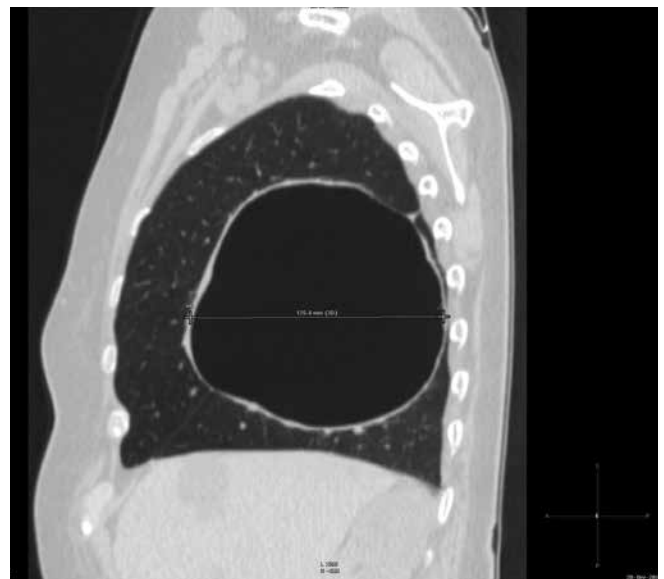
Tomografia computadorizada de tórax, em corte sagital, demonstrando volumoso pneumatocele residual à direita, de parede discretamente espessada e irregular, sem nível hidro-aéreo
